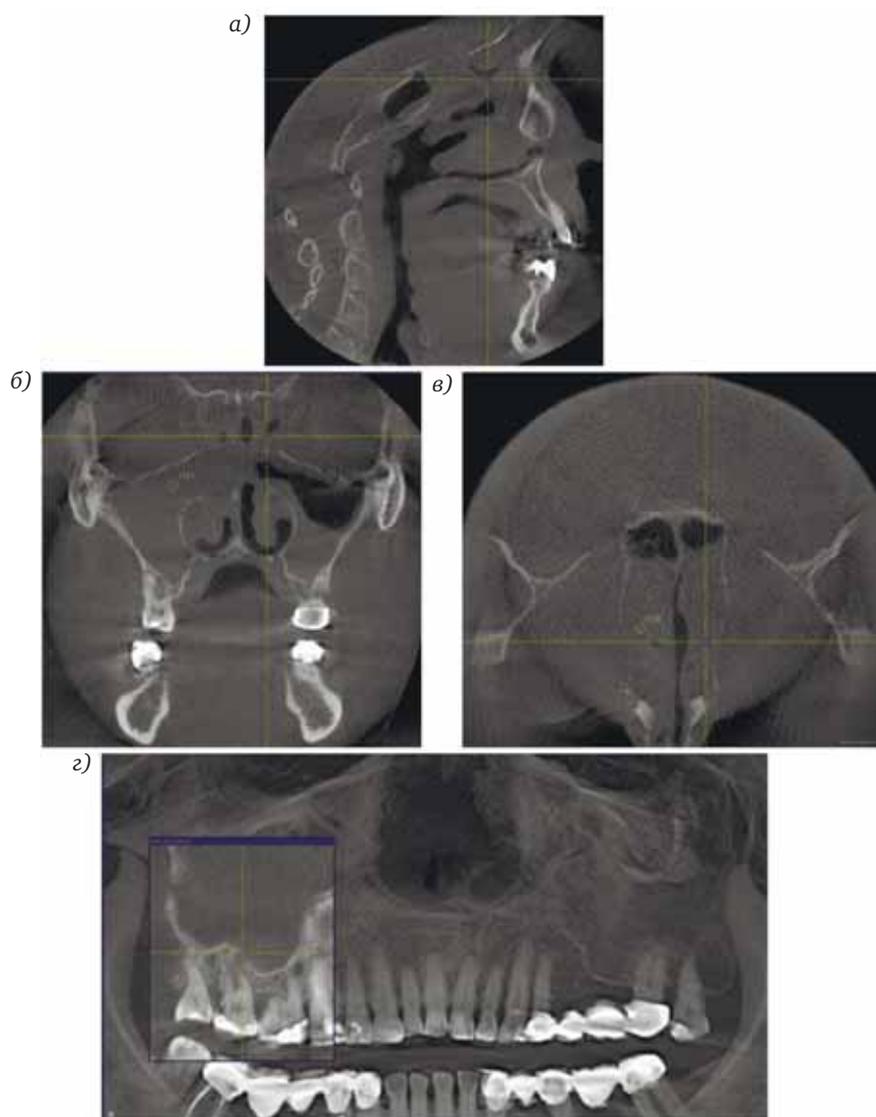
Б-ная Ч., 58 лет, диагноз: обострение хронического правостороннего гнойно-полипозного риносинусита, полипоз полости носа – рецидив справа, хронический периодонтит 17-го зуба, бронхиальная астма смешанного генеза. Цифровая объемная томография: в режиме трехмерной (а–в) рентгенографии – тотальное затемнение (полипозные разрастания – локальная денситометрия 1141) и наличие экссудата в правой верхнечелюстной пазухе, расширение области естественных соустьев верхнечелюстных пазух, больше справа, левая верхнечелюстная пазуха затемнена в нижних отделах, снижение пневматизации клеток решетчатого лабиринта и лобных синусов с двух сторон, в просвете среднего носового хода справа выявлен полипоз; в режиме «панорамная зонография» (2) – хронический периодонтит 15, 16, 17-го зубов, дефект замыкательной пластинки дна правой верхнечелюстной пазухи в области вестибулярного корня 17-го зуба.
